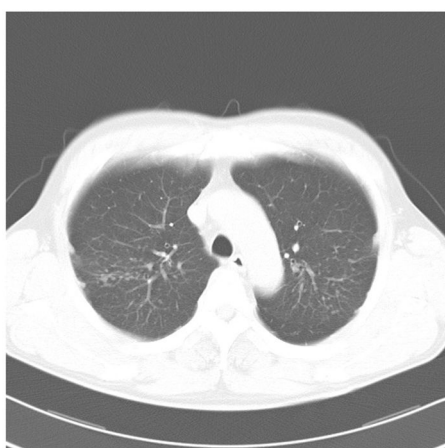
図 9 症例の CT 画像（大動脈弓部）
